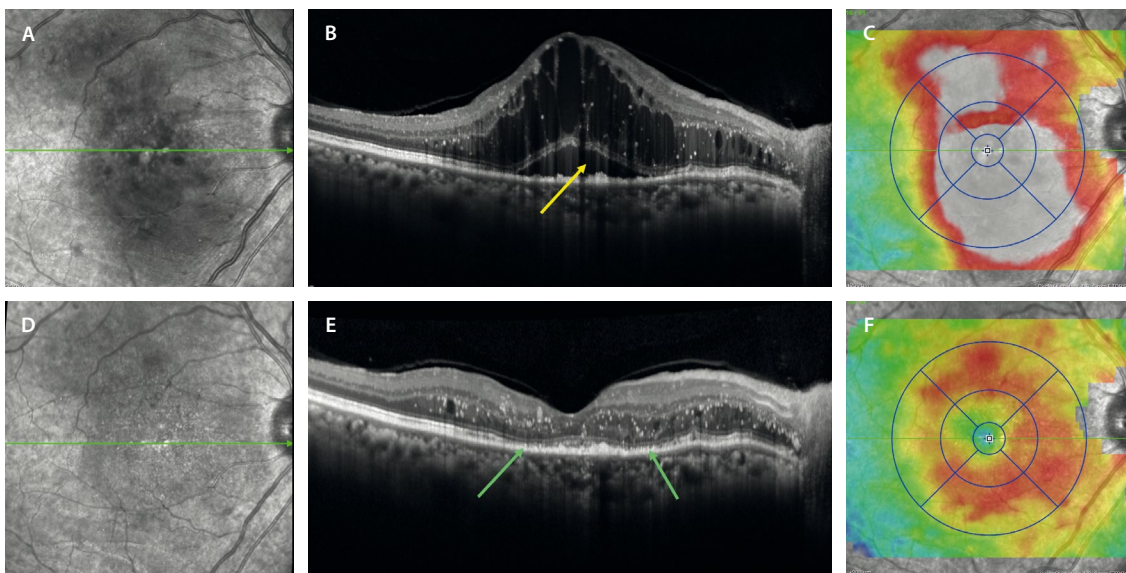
Mapa de grosores maculares. A) La imagen cercana a la infrarroja muestra hiporreflectividad macular por la presencia de fluido. B) En la tomografía de coherencia óptica se aprecia un edema macular de quistes altos y alargados, que asocia un desprendimiento del neuroepitelio (flecha amarilla). C) En el mapa de grosores se ven colores cálidos que ocupan todo el polo posterior. D) La imagen cercana a la infrarroja demuestra una desaparición de la hiporreflectividad al haber desaparecido el edema. E) La tomografía de coherencia óptica revela una gran reducción del edema, con abundantes puntos hiperreflectivos en capas medias y afectación de la membrana limitante externa, capa de los elipsoides, dando lugar a una desorganización de la retina externa (flechas verdes). F) El mapa de grosores mejora en cuanto a área de afectación, persistiendo colores cálidos.
